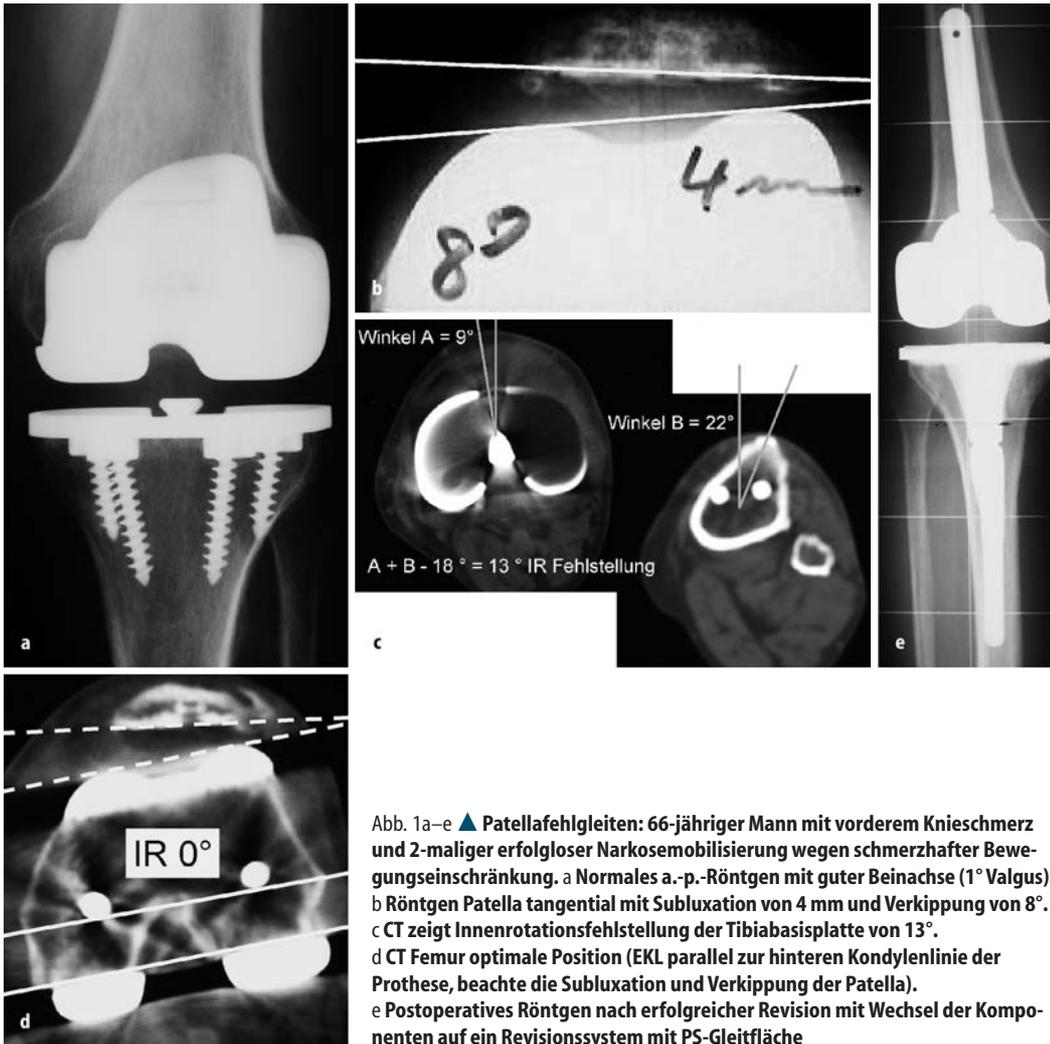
e ▲ Patellafehlgleiten: 66-jähriger Mann mit vorderem Knieschmerz und 2-maliger erfolgloser Narkosemobilisierung wegen schmerzhafter Bewegungseinschränkung. a Normales a.-p.-Röntgen mit guter Beinachse (1° Valgus). b Röntgen Patella tangential mit Subluxation von 4 mm und Verkippung von 8° . c CT zeigt Innenrotationsfehlstellung der Tibiabasisplatte von 13° . d CT Femur optimale Position (EKL parallel zur hinteren Kondylenlinie der Prothese, beachte die Subluxation und Verkippung der Patella). e Postoperatives Röntgen nach erfolgreicher Revision mit Wechsel der Komponenten auf ein Revisionsystem mit PS-Gleitfläche
